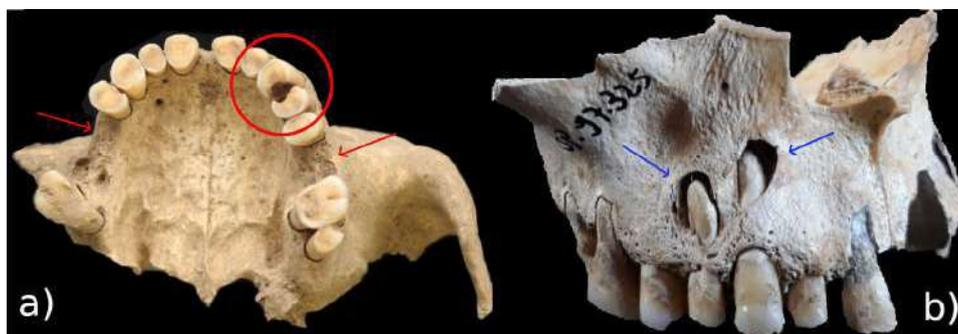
a) Vista oclusale di un'arcata mascellare; tra canino e primo premolare del lato sinistro (cerchio rosso) è presente una carie interprossimale; le frecce rosse indicano invece la perdita in vita dei due primi molari e il conseguente rimodellamento alveolare più o meno avanzato nei due casi. b) Mascellare destro con lesioni erosive dell'osso dovute ad accessi periapicali (frecce blu) e riassorbimento alveolare diffuso.
